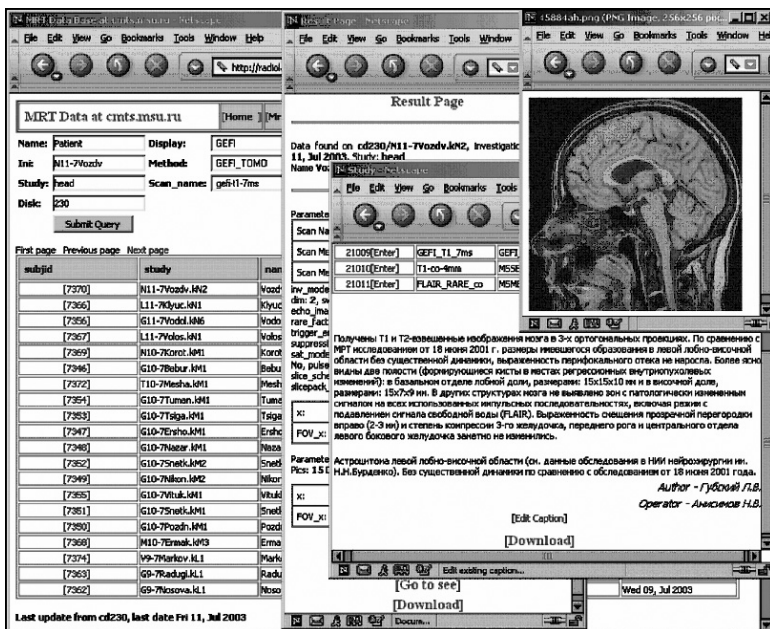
Интерфейс базы данных по исследованиям МРТ, проведенных в ЦМТС
